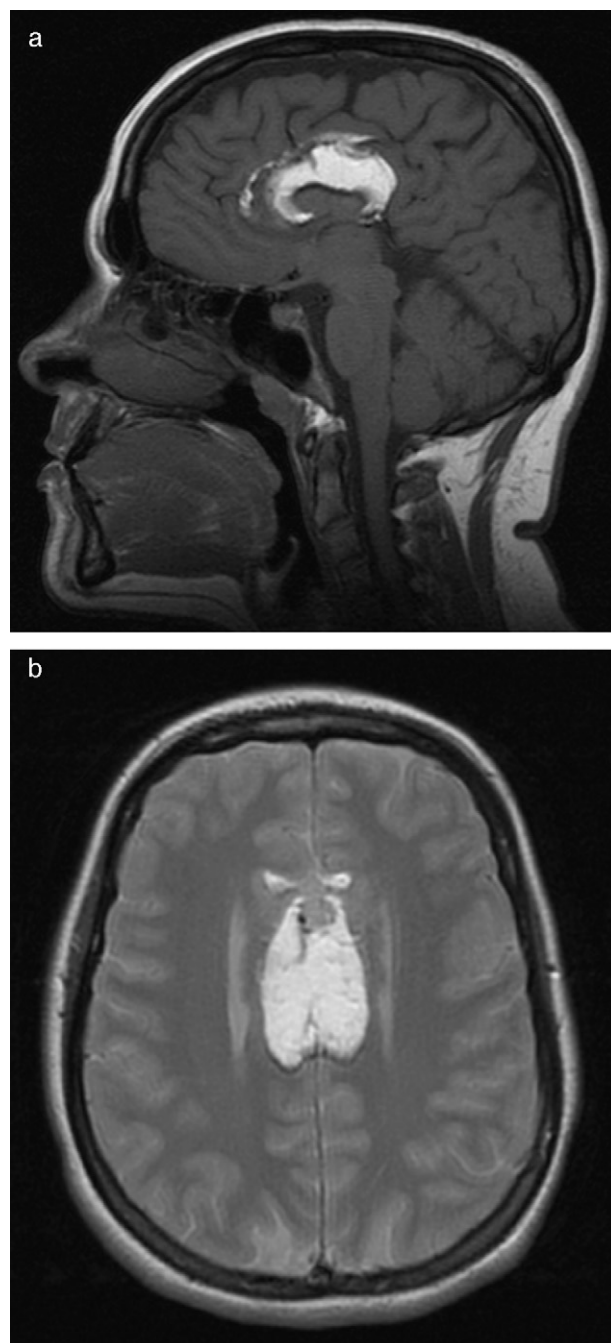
RM cerebral. a) Plano sagital en T1: lesión hiperintensa en la localización del cuerpo calloso que está ausente. b) Plano axial en T2: lesión hiperintensa en la localización del cuerpo calloso. Agenesia del cuerpo calloso con separación de los ventrículos laterales.
